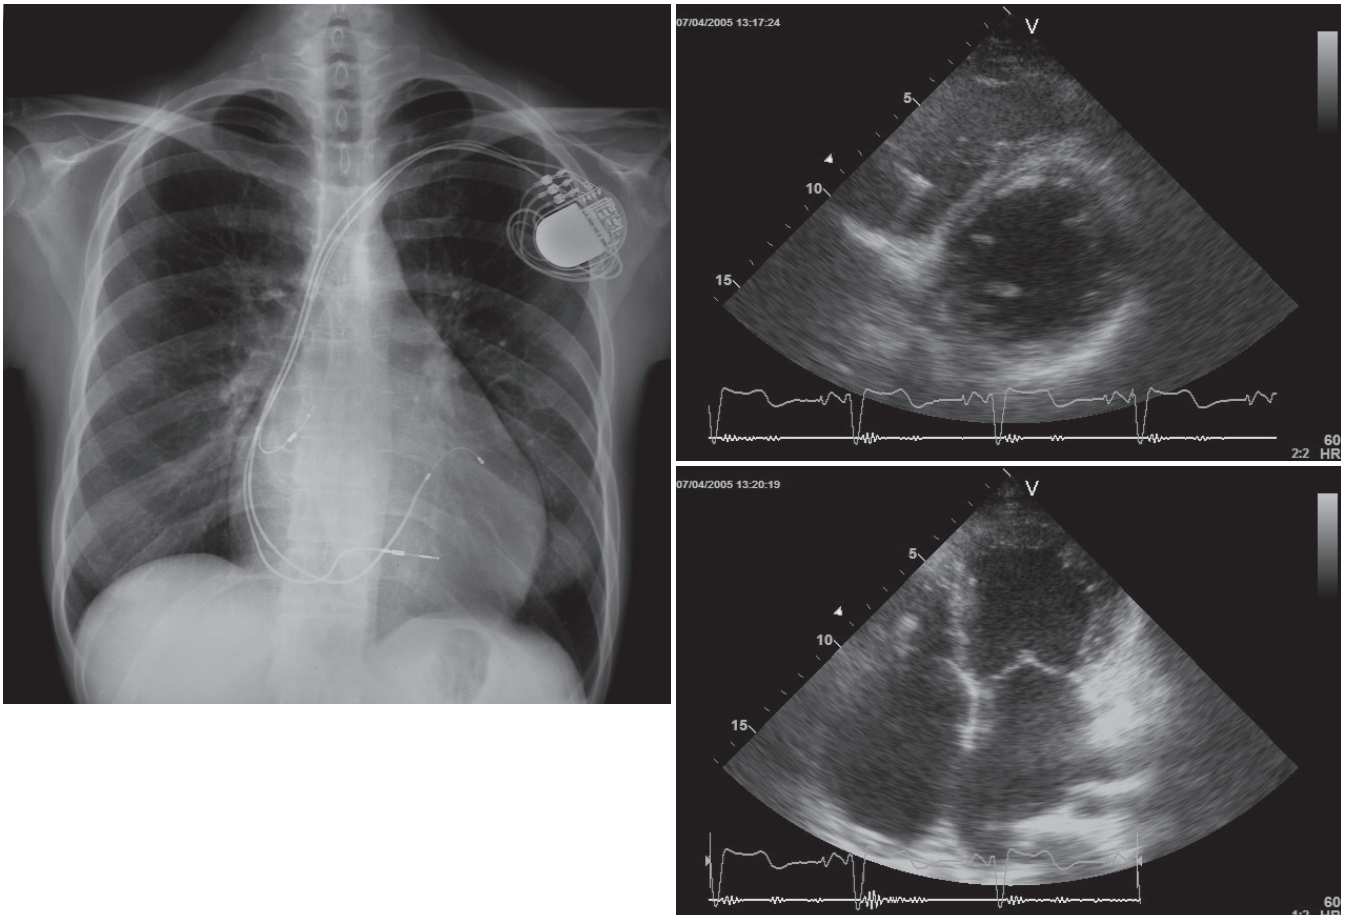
CRT 施行後慢性期の胸部 X 線写真と心エコー図。
